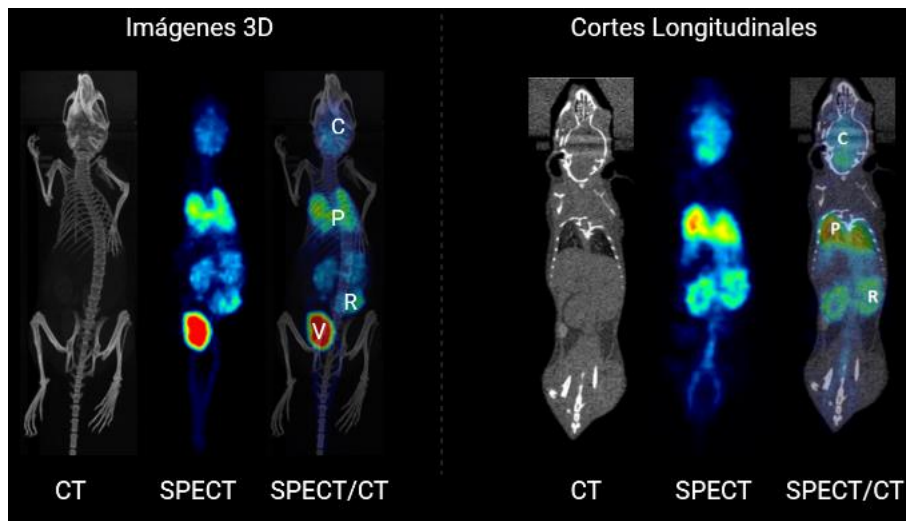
Imagen molecular de la biodistribución de un radiofármaco obtenida con SPECT, CT y SPECT/CT donde C: Cerebro; P: Pulmones; R: Riñones; I: Intestino; V: Vejiga
